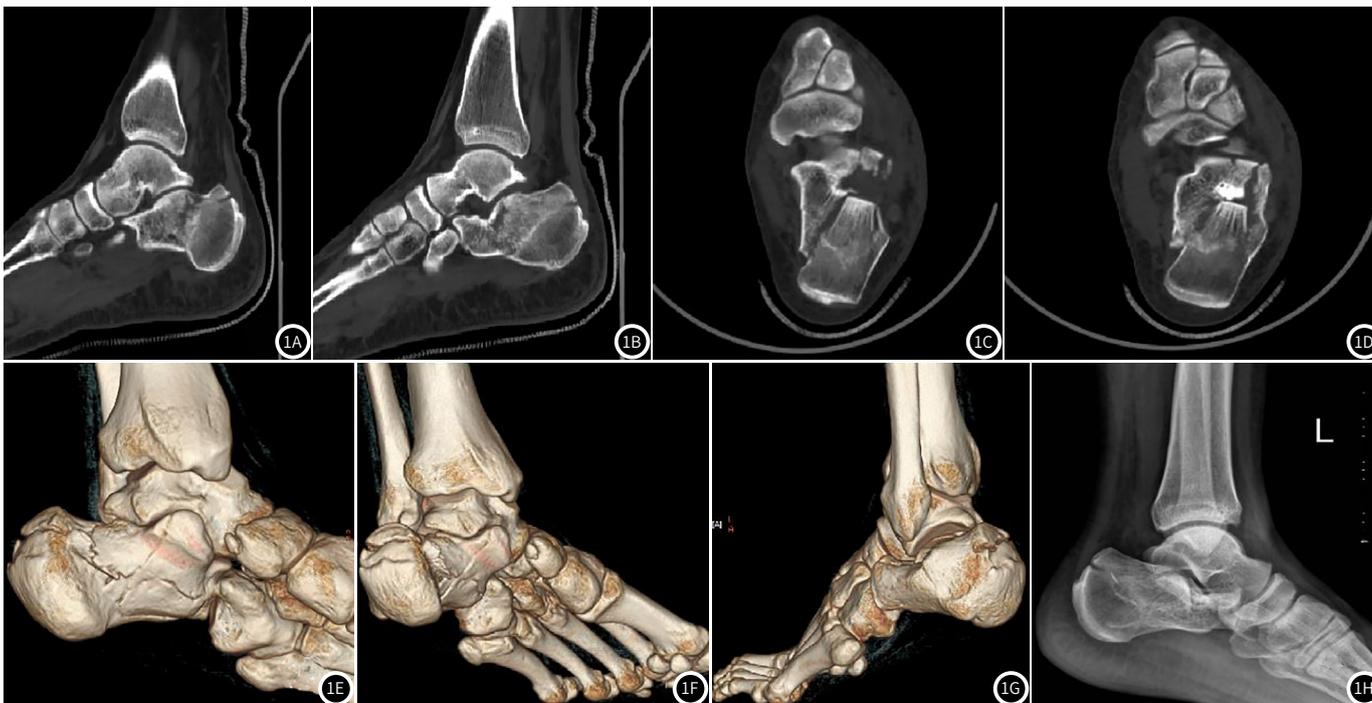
典型病例CT影像图。1A-1B：CT矢状位骨窗显示：左侧跟骨见多发骨质连续性中断及局部骨皮质嵌插呈线状高密度影改变，断端对位对线尚可；1C-1D：CT轴位位显示：左侧跟骨见多发骨质连续性中断，局部亦可见骨皮质嵌插呈线状高密度影改变；1E-1F：VR图像显示左侧跟骨见骨质连续性中断；1G：DR侧位示左侧跟骨见数条低密度骨质线影；1H：多排螺旋CT三维重建显示，右侧跟骨粉碎性骨折，断端对位对线尚可，评估多阈值彩色容积再现成像后，临床建议保守治疗。
